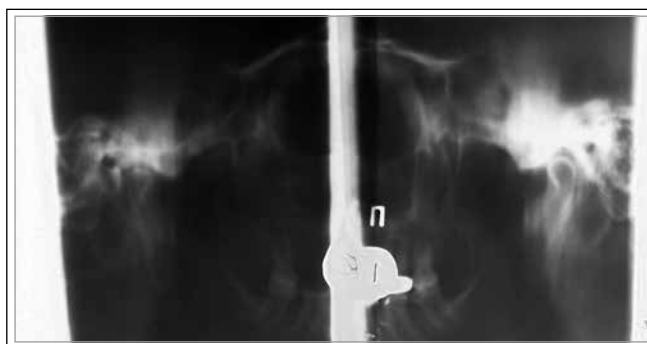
Томограмма височно-нижнечелюстных суставов пациента Т., 49 лет, после лечения
